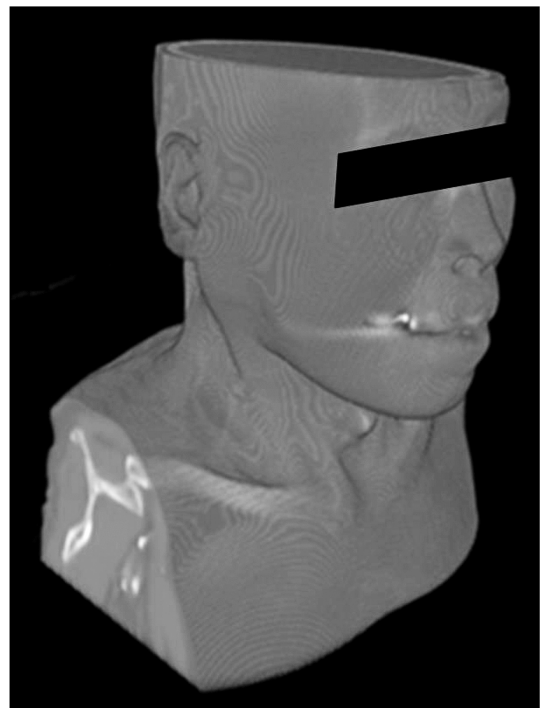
Example of isotropic 3D-CT image with surface thresholding.
